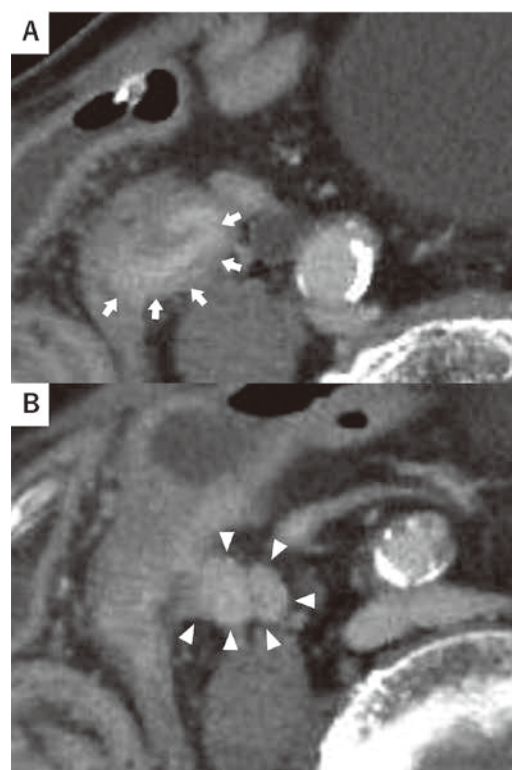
造影 CT 水平断を示す。盲腸から回腸末端まで及ぶ壁肥厚部に一致し造影効果を認めた (A, 矢印)。虫垂様構造物に目立った造影効果は認められない (B, 矢頭)。
